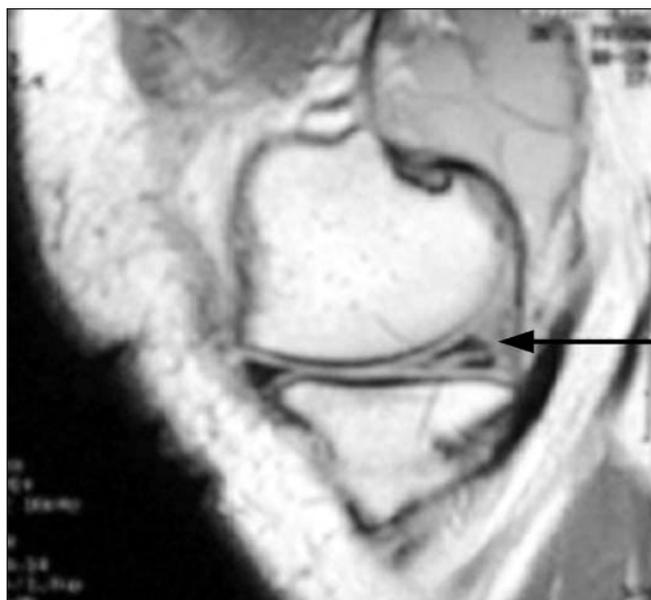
МРТ коленного сустава. Повреждение мениска (стрелка)
